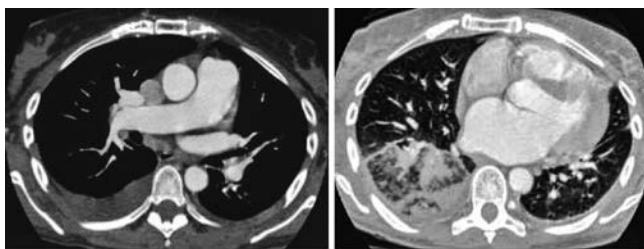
Данные МСКТ – ангиопульмонографии и МСКТ органов грудной клетки пациентки 3.
